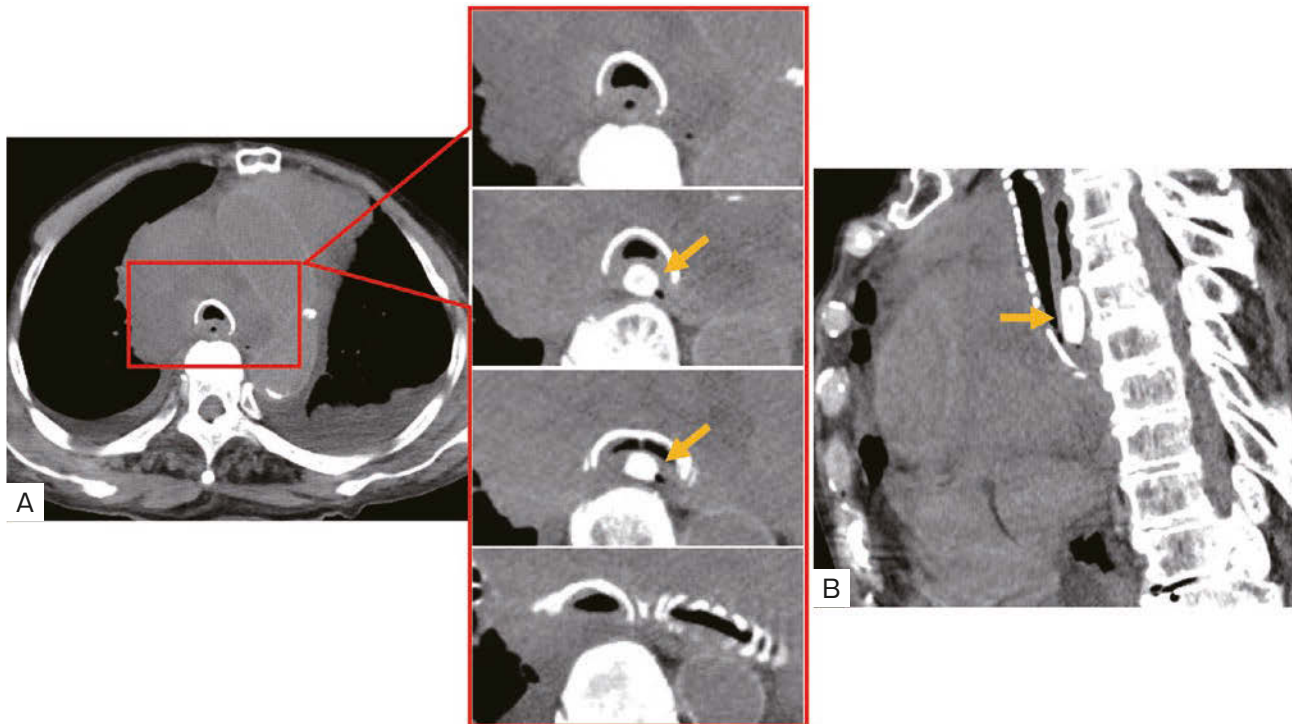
An unenhanced chest CT scan shows a bulky mediastinal tumor surrounding the trachea and aortic arch. (A) A high-density cylindrical esophageal foreign body of 20×10mm is also present (arrows), and (A, B) is compressing the tracheal bifurcation, which is causing severe tracheal stenosis (B: arrow).
